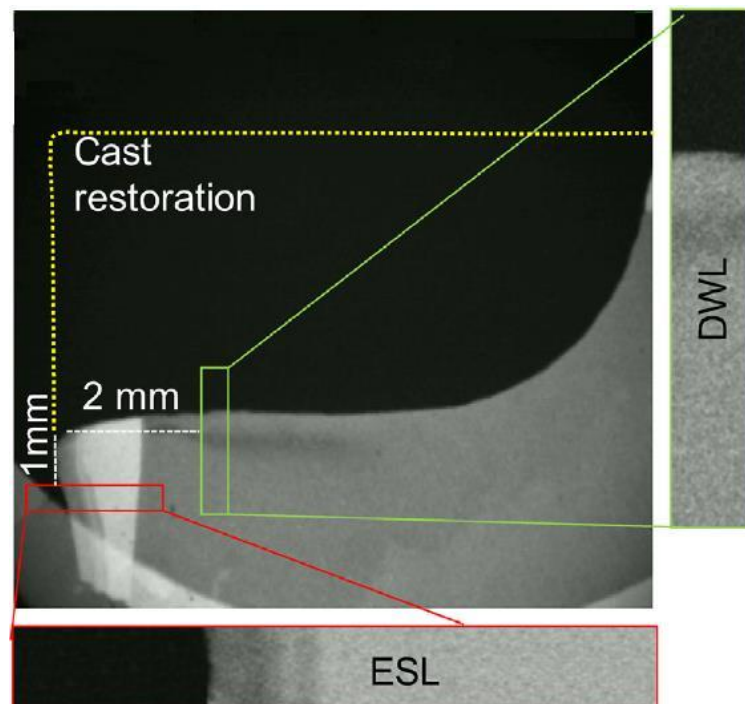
Mikroradiografisches Bild. Das gelbe Kästchen zeigt den Umfang der Restauration (welche wie bei den meisten präparierten mikroradiografischen Aufnahmen verloren gegangen ist). Die rote Box markiert die Messstelle für den Mineralverlust (ΔZ) im Schmelz, Enamel Surface Lesion (ESL), 1 mm unterhalb der gingivozervikalen Restaurationsgrenze. Die grüne Box markiert die Messstelle für ΔZ im Dentin, Dentin Wall Lesion (DWL), 2 mm hinter der Restaurationsgrenze [6].
